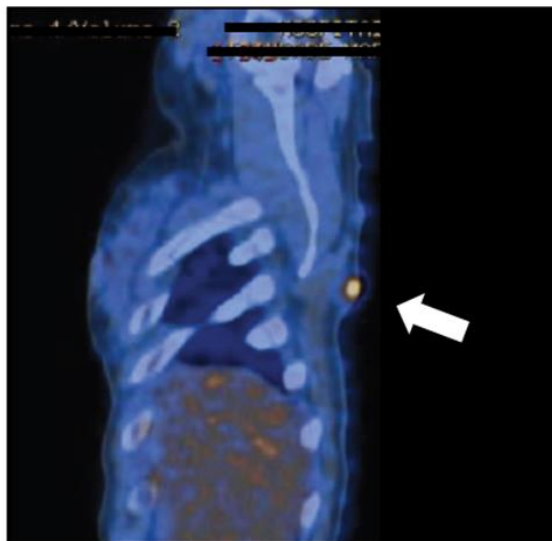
Hiper captação em PET-FDG
